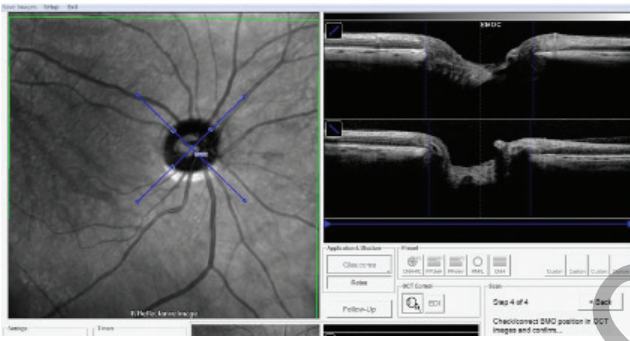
Çeşitli optik koherens tomografilerde 0-180° horizontal eksene göre ölçümler
